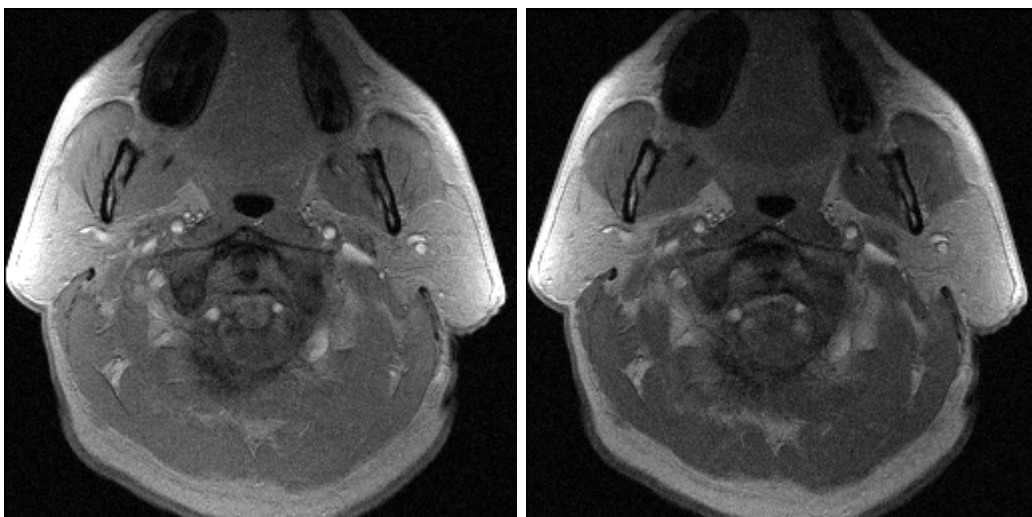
a und b: In-phase Aufnahmen der Gl. parotidea. Auch hier ist wieder eine Signalreduktion im rechten Bild mit 1 kHz-off-Resonanz HF-Impuls zu erkennen.
